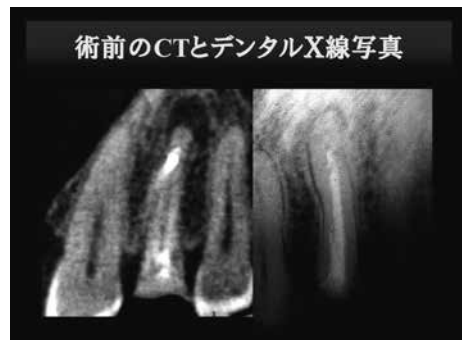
術前デンタルX線写真から病変の有無の確認は、難しい
